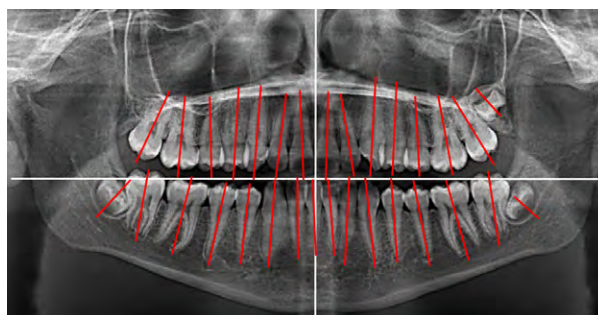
Ортопантомограмма пациента Л. 15 лет
